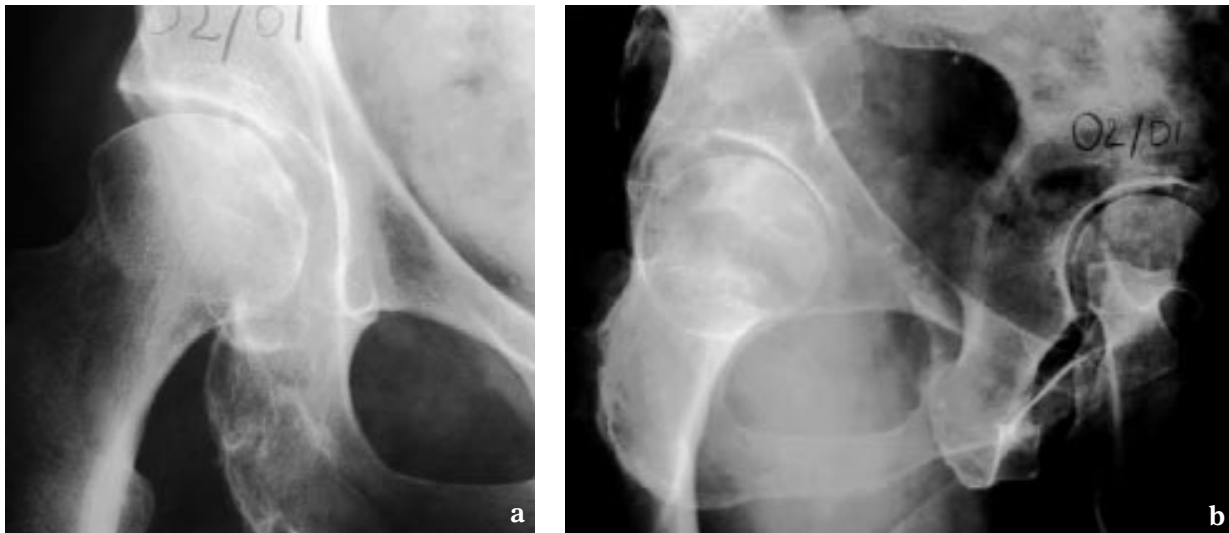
12a Radiographie de hanche droite de face 12b Radiographie de hanche droite en contre-faux-profil Exemple de coxarthrose antéro-supéro-médiale avec un pincement supéro-médial sur la radiographie de face et un pincement antérieur sur le contre-faux-profil, correspond à une atteinte du cartilage de la corne antérieure de l'acétabulum [17].
